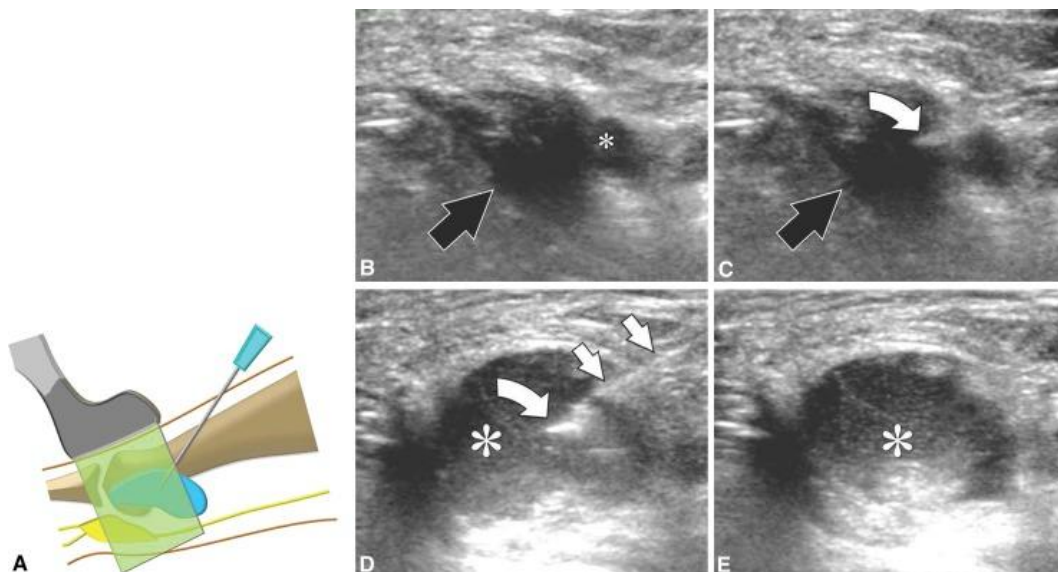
Iniezione ecoguidata del neuroma di Morton. Visualizzazione sagittale (A), corrispondenti ecografie sagittali (B-E) ottenute durante l'iniezione progressiva della borsite intermetatarsale (B-D) e dopo la rimozione dell'ago (E). Neuroma di Morton con freccia nera, borsite intermetatarsale in corrispondenza di piccolo asterisco, punta dell'ago con freccia curva, ago con freccia bianca, steroide iniettato in corrispondenza degli asterischi grandi.[3]
